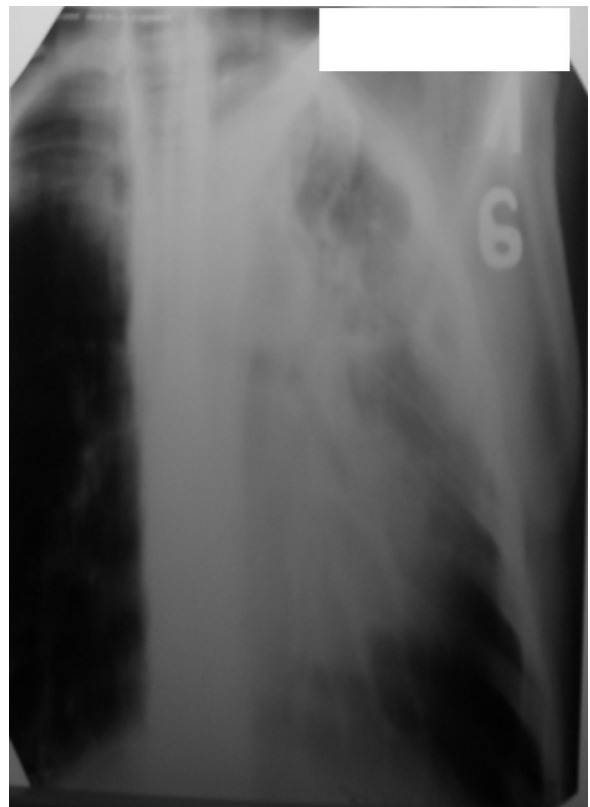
Контрольна томограма лівої легені хворої А.
